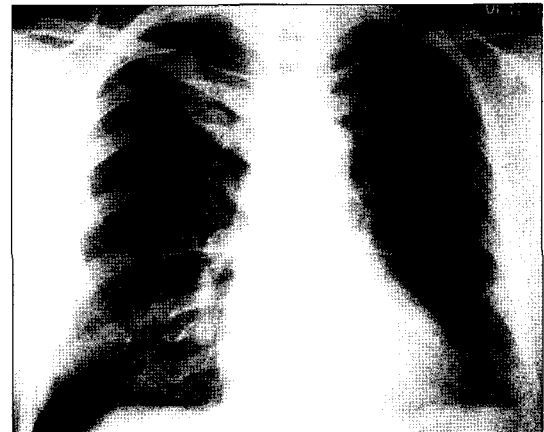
2 months follow up chest roentgenogram in case 3.
